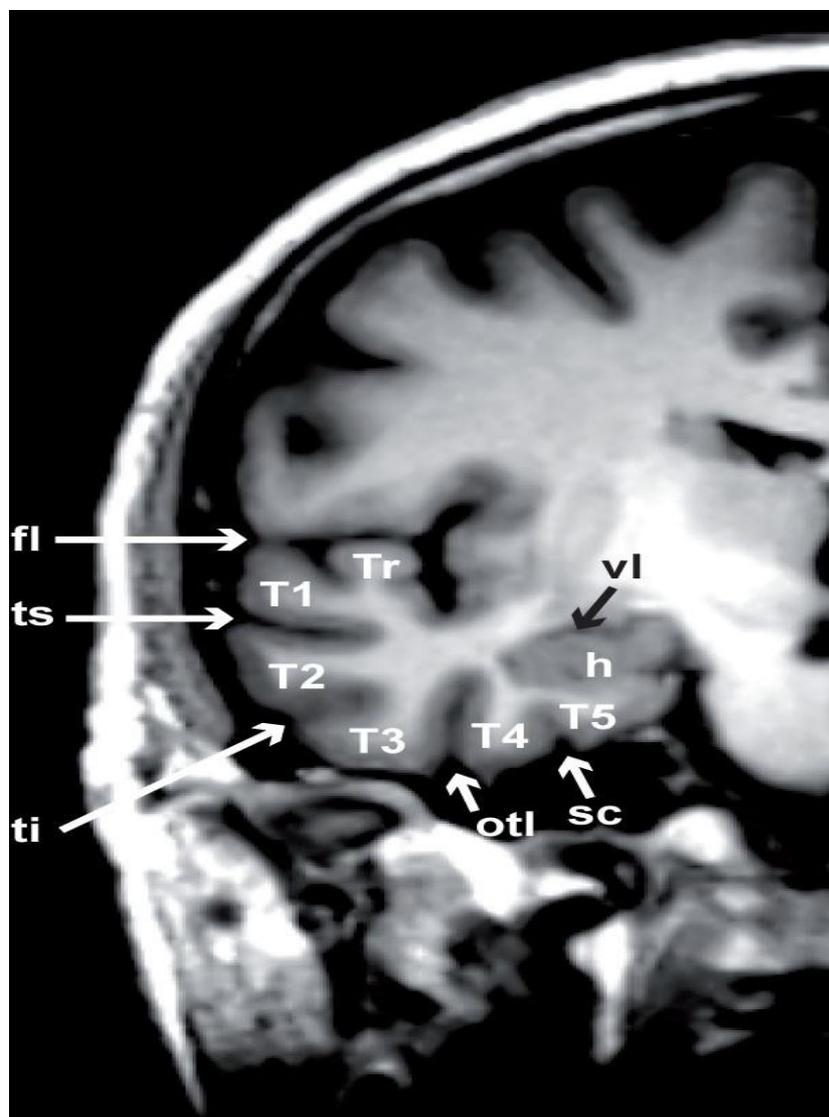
IRM en coupe frontale (4)
